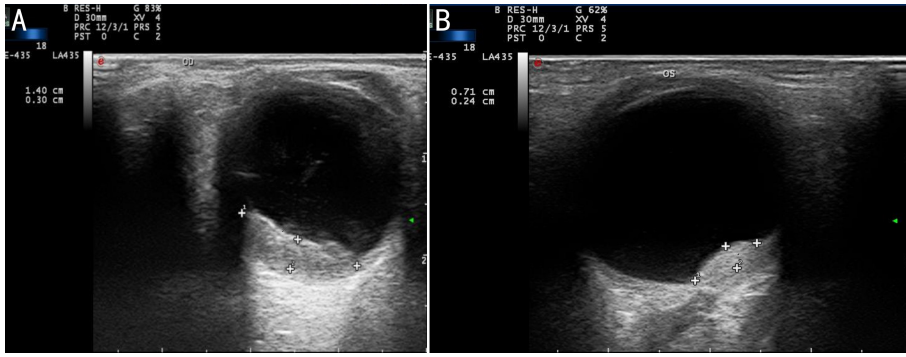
常规超声特点 A:脉络膜转移癌呈中-低回声,表面呈波浪状;B:脉络膜血管瘤呈稍高回声,呈“纺锤样”。
